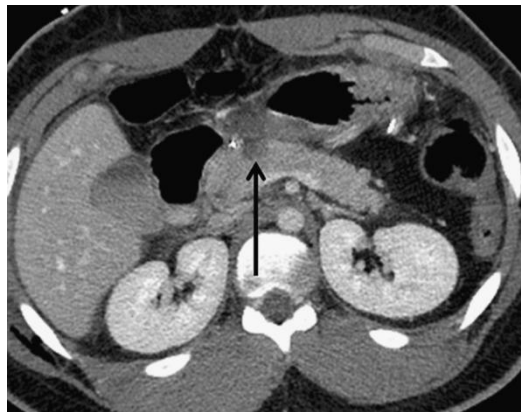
Axial CT scan, with an arrow indicating a hypoattenuation area in the pancreatic head, grade I injury (AAST) (16).
